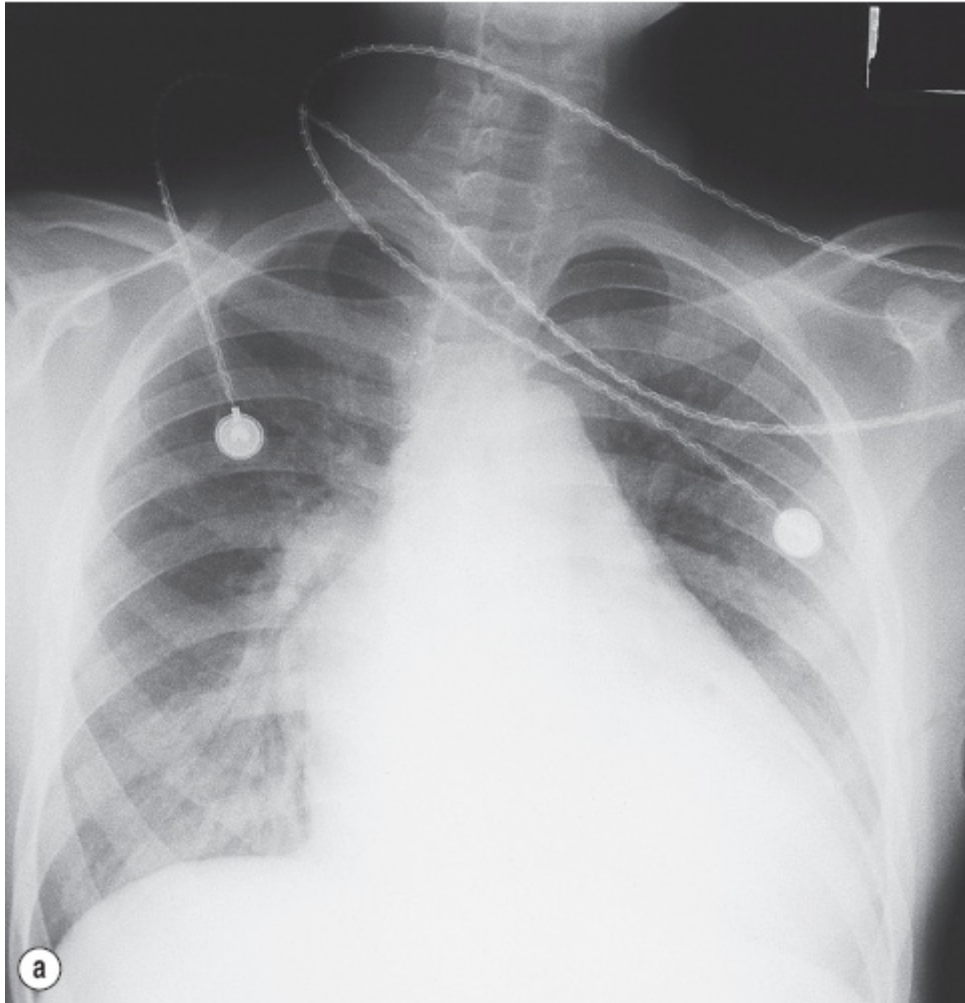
18 : Radiographie pulmonaire d'un enfant porteur d'une maladie mitro aortique
